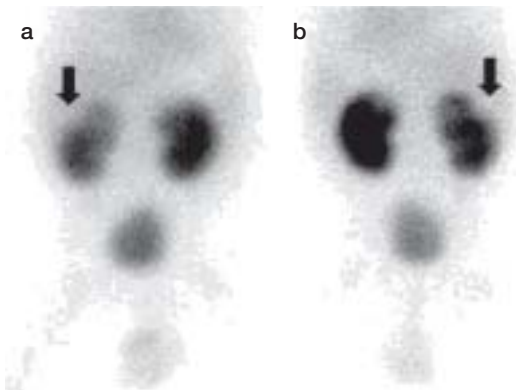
DMSA scintigraphy 入院3日目
